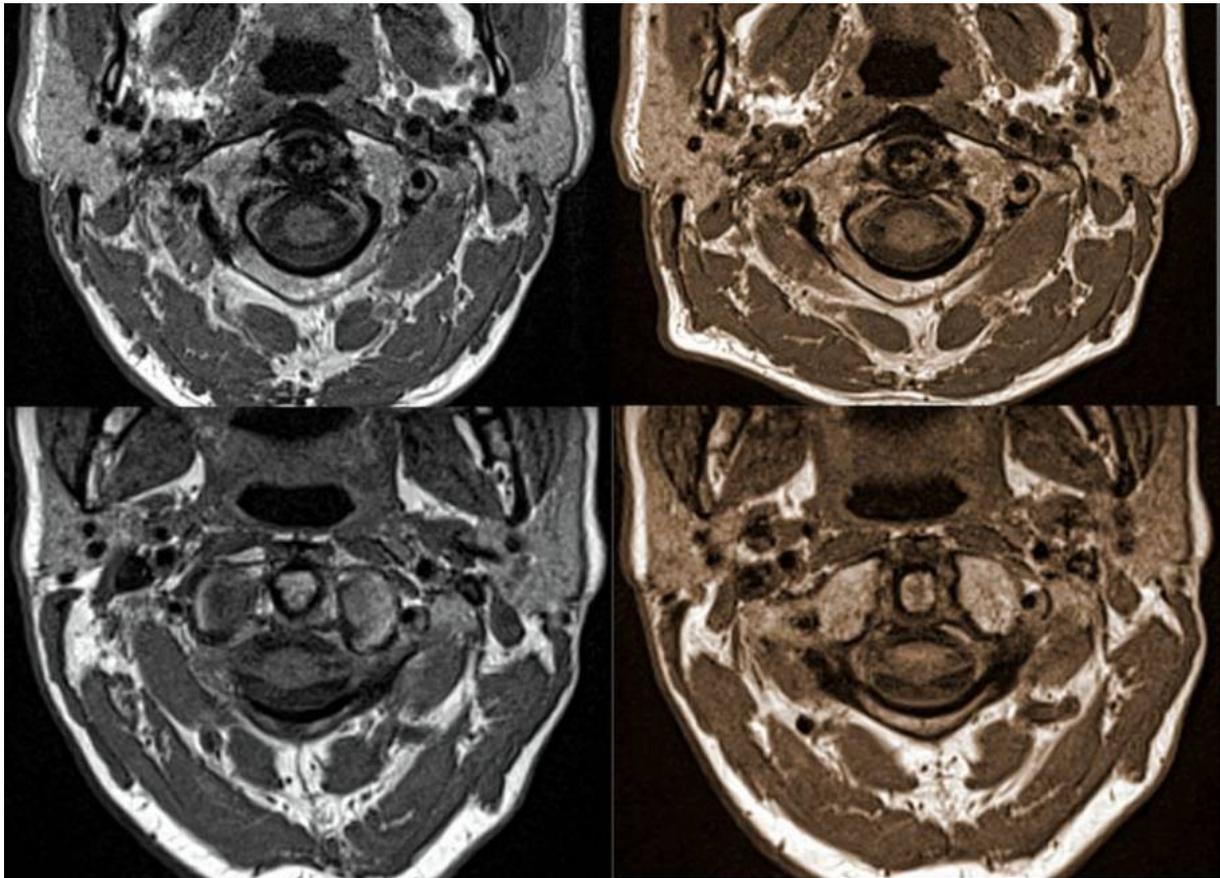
MRT-Aufnahmen von zwei Versuchspersonen, jeweils vor (links) und nach (rechts) Therapie (April 2009). Oben: Vpn1 hat $86^{\circ}-88^{\circ}=2^{\circ}$ Differenz, unten: Vpn2 hat $90^{\circ}-94^{\circ}=4^{\circ}$ Differenz
